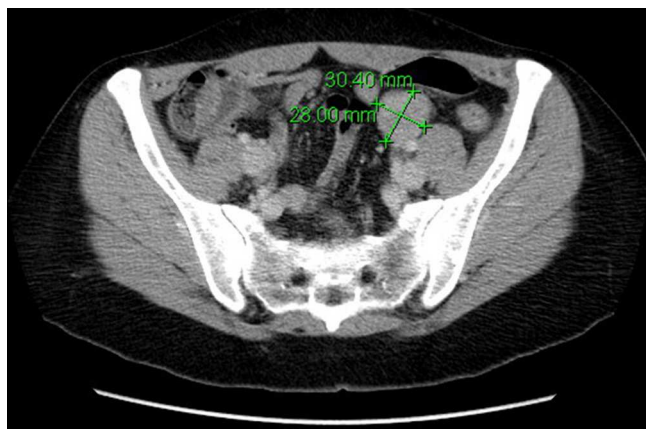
Tomografía computarizada con tumoración redondeada en pelvis menor.
